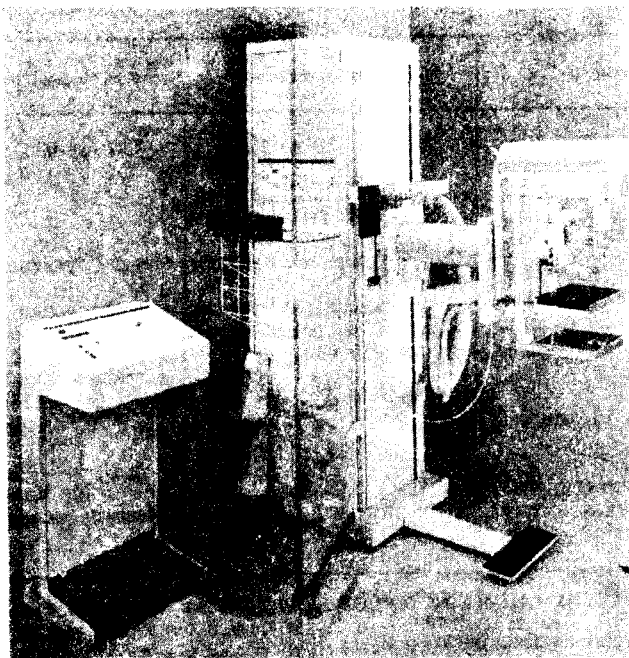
РДК для маммографических исследований Гитоджайд фирмы «Филипс» с возможностью взятия биопсии под контролем стереорентгенограмм
